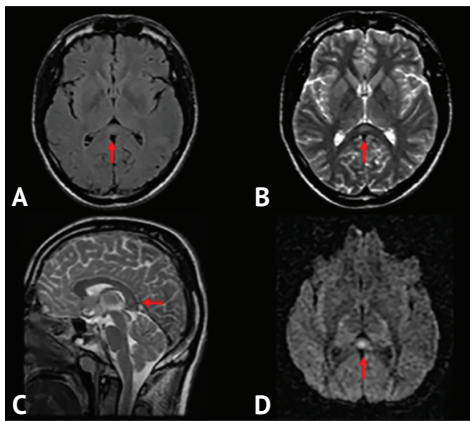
Пациент Р. 28 лет. Магнитно-резонансная томография головного мозга от 26.12.2023 года. На серии магнитно-резонансных томограмм, выполненных в сагиттальной и аксиальных проекциях в режимах SAG T2 frFSE (A), AX T2 frFSE (B), AX FLAIR irFSE (C), AX DWI 1000b (D), AX ADC  $10 \times 10^{-3} \text{mm}^2/\text{s}$  (E) в валике мозолистого тела определяется участок патологических изменений с повышением магнитно-резонансного сигнала на T2 (A, B), FLAIR (C), DWI (D) импульсная последовательность со снижением измеряемого коэффициента диффузии (E) до  $0,268 \times 10^{-3}$ , размерами  $7 \times 2,9 \text{mm}$
